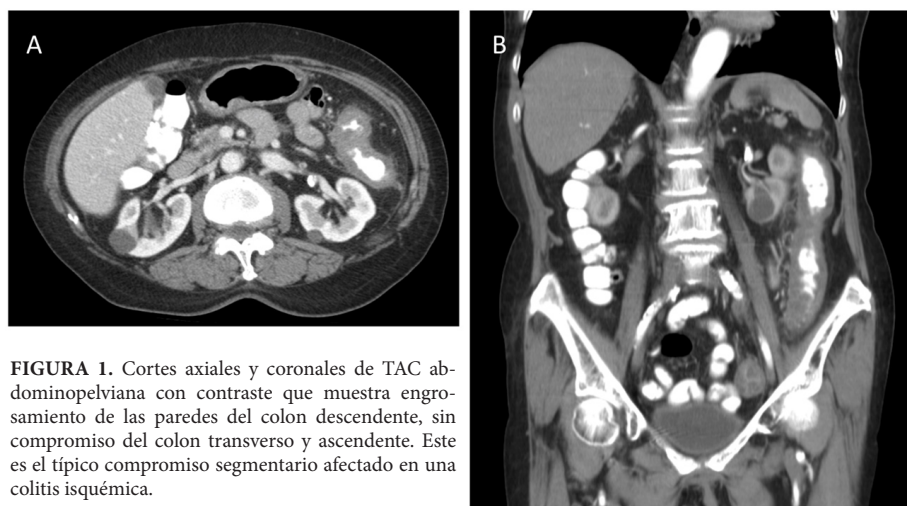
Cortes axiales y coronales de TAC abdominopélvica con contraste que muestra engrosamiento de las paredes del colon descendente, sin compromiso del colon transverso y ascendente. Este es el típico compromiso segmentario afectado en una colitis isquémica.
